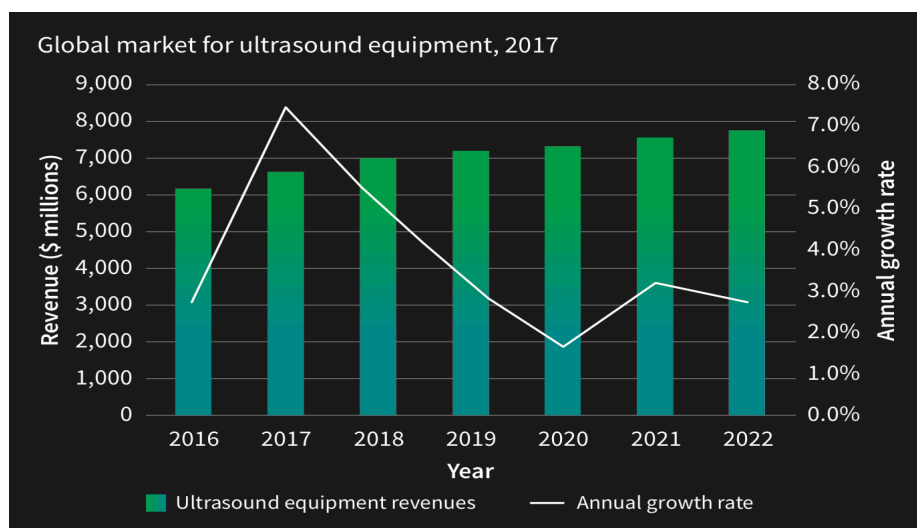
Graphique du marché global échographie (6)
